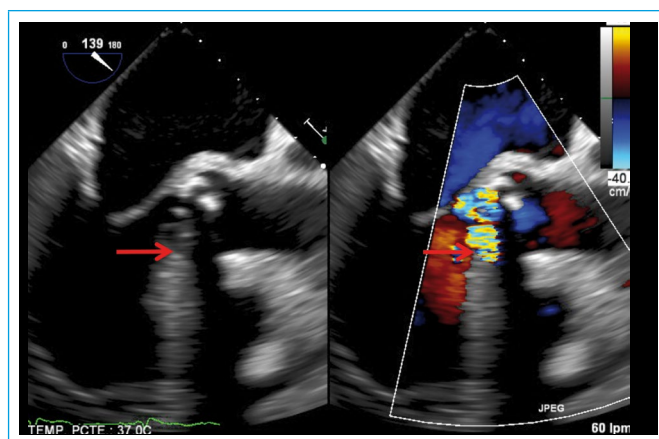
Ecocardiografía transefágica, plano del TSVI sin (izquierda) y con Doppler color (derecha). Las flechas rojas señalan una imagen sacular en la zona anterior del TSVI con flujo diastólico por fuera del plano valvular (compatible con pseudoaneurisma aórtico). En A se observa la fístula aortocavitaria (el flujo se dirige paralelo al plano aórtico, desde el septo interventricular hacia la unión mitroaórtica)
